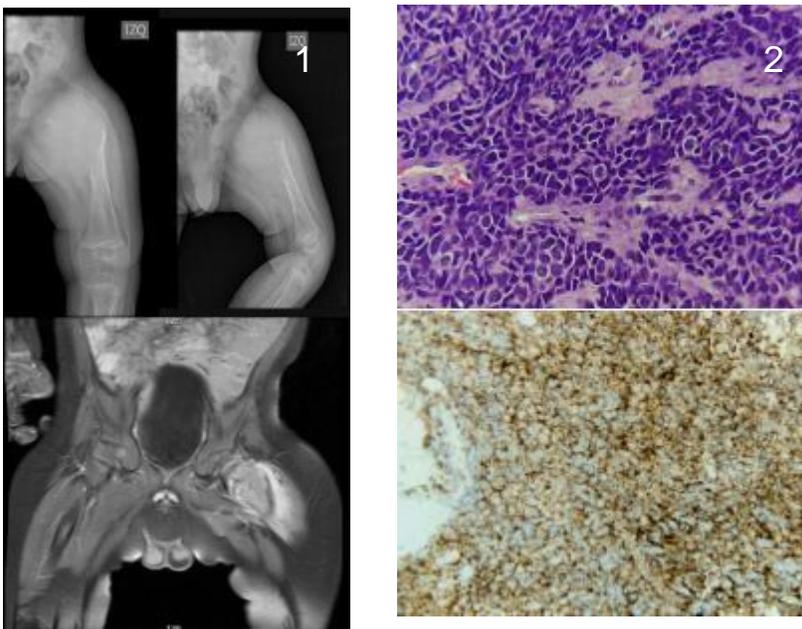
Radiografía y RM de fémur con lesión de apariencia tumoral en fémur proximal izquierdo.
